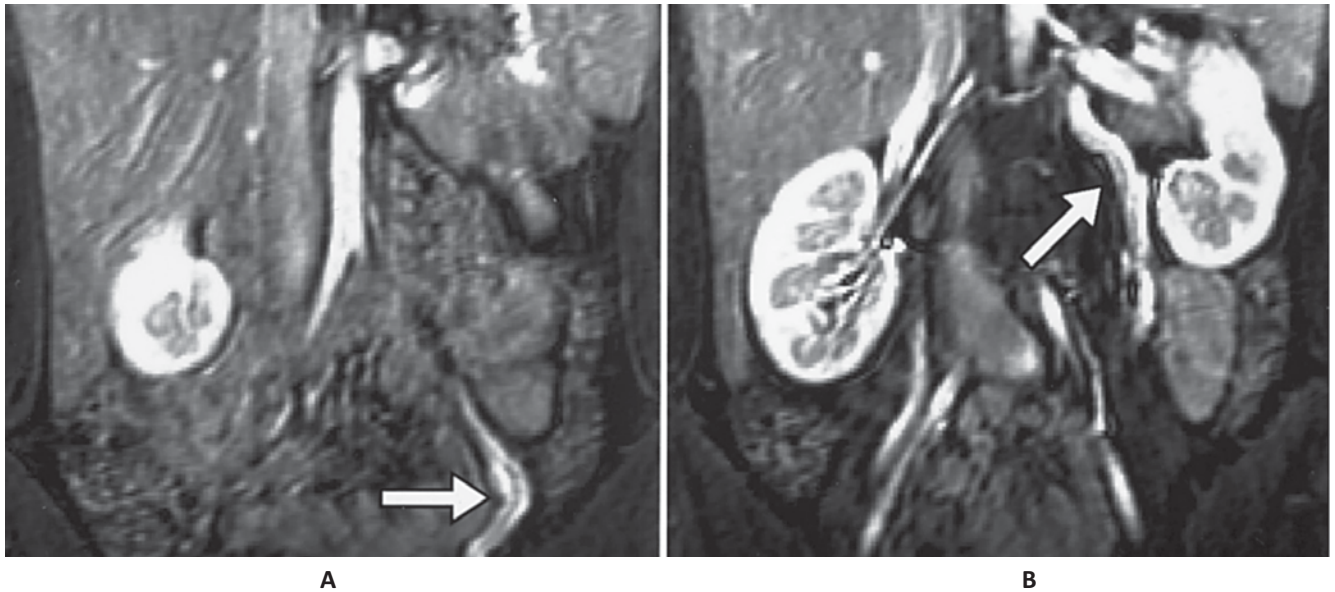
МРТ-картина пасивного рефлюксу із ниркової вени у вени яєчника [19]
